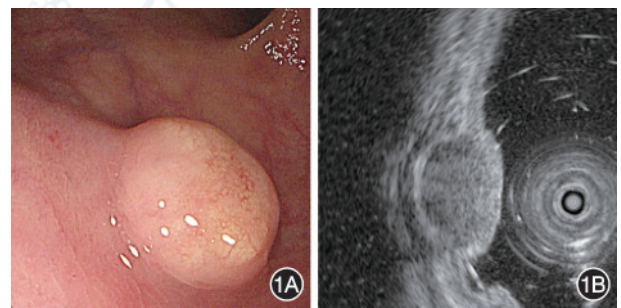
直肠神经内分泌肿瘤白光内镜和超声内镜表现 1A:白光内镜示直肠一半球形黏膜隆起,表面色黄;1B:超声内镜示起源于黏膜肌层的椭圆形低回声团块,内部回声均匀
